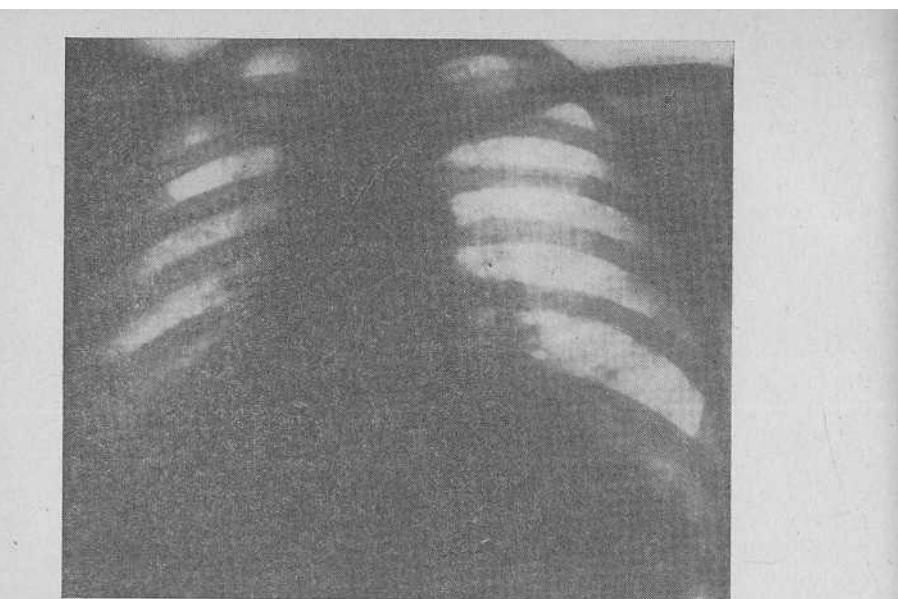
Туберкулезный перикардит. Рентгенограмма.
